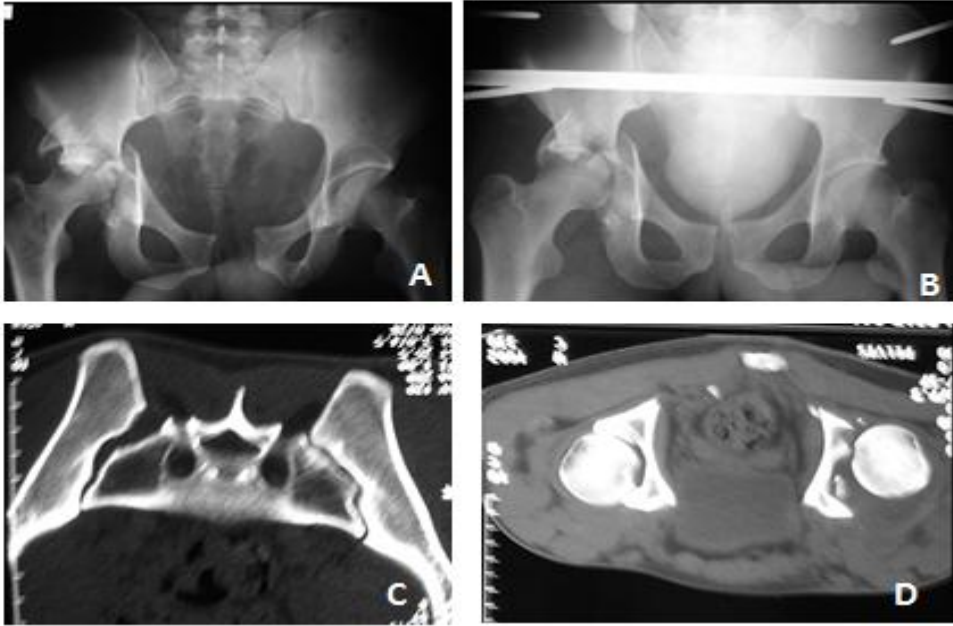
Paciente masculino con trauma por atropello, quien ingresa hemodinámicamente inestable a urgencias con trauma cerrado de abdomen. A)Se toma radiografía simple de pelvis en la que se observa diástasis de la sínfisis púbica y fractura de acetábulo. B)Como intervención de urgencia se coloca fijador externo, con buen resultado. C)Al estabilizarse el paciente se completan estudios donde se observa lesión del complejo ligamentario pélvico posterior con luxación sacroiliaca y D)Fractura del pilar posterior del acetábulo (continúa).
